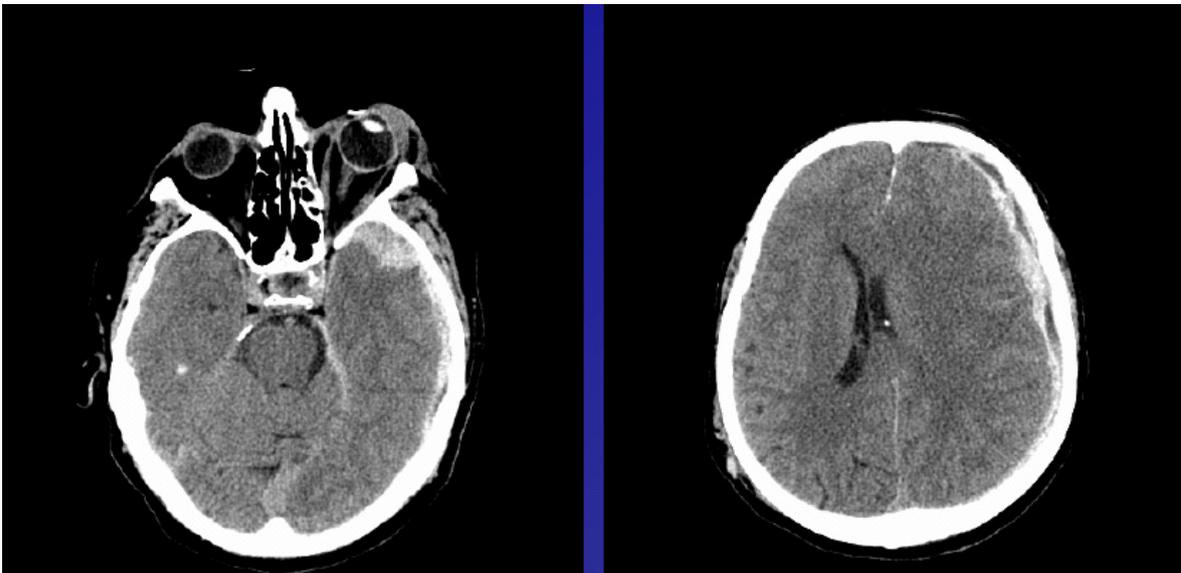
Schädel CT: (Bild re) Mittellinieshift, 3-4 Sulci sollten erkennbar sein; auf der linken Seite sieht man keine mehr; li Vorderhorn komprimiert; Sichelförmige Ausbreitung um li Hemisphäre (Bild li) Verschattung li vorne = Blut; Diagnose: akutes Subduralhämatom li
